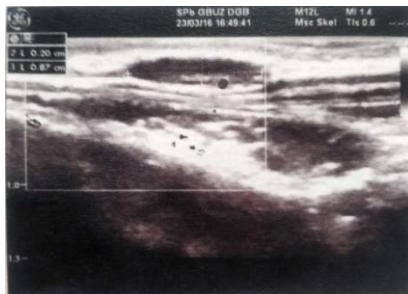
USG regiunii cervicale-parotidiene stângi a bolnavului N., 3 ani.
